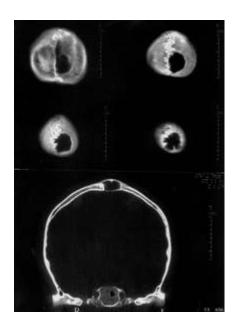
TAC ventana ósea, en la que se observa una lesión con márgenes definidos^[24]
